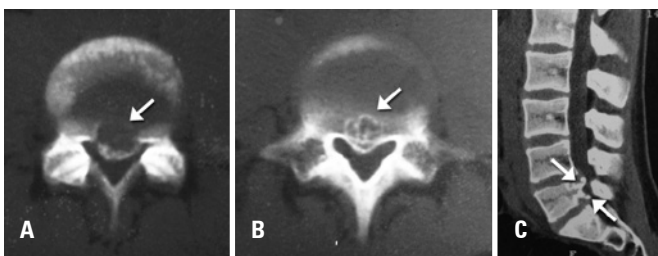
(A e B) Tomografia computadorizada, cortes axiais mostram a fratura do anel apofisário (seta). C) Corte sagital mostra a lesão dupla do anel apofisário (setas)
